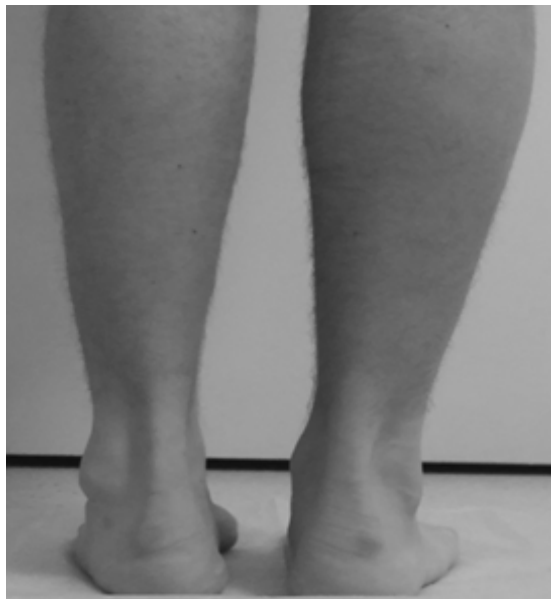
Внешний вид пациента и рентген обеих стоп проекция Saltzman и el-Knoury через бнед. с момента операции.
